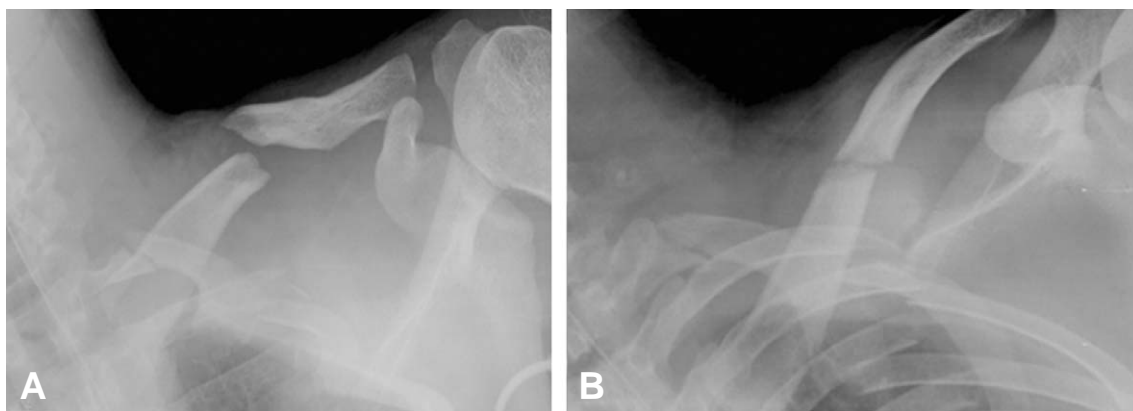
Simple x-rays show the fractured clavicle in the AP view (A) and the Lordotic view (B).
